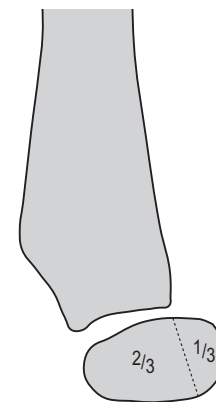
Línea humeral anterior para identificar fracturas supracondíleas leves. Una línea que sigue la cortical humeral anterior en una radiografía lateral del codo debe pasar entre el tercio anterior y el medio del cóndilo humeral. Si pasa por delante del mismo existe al menos una angulación dorsal de 20° del húmero distal.
